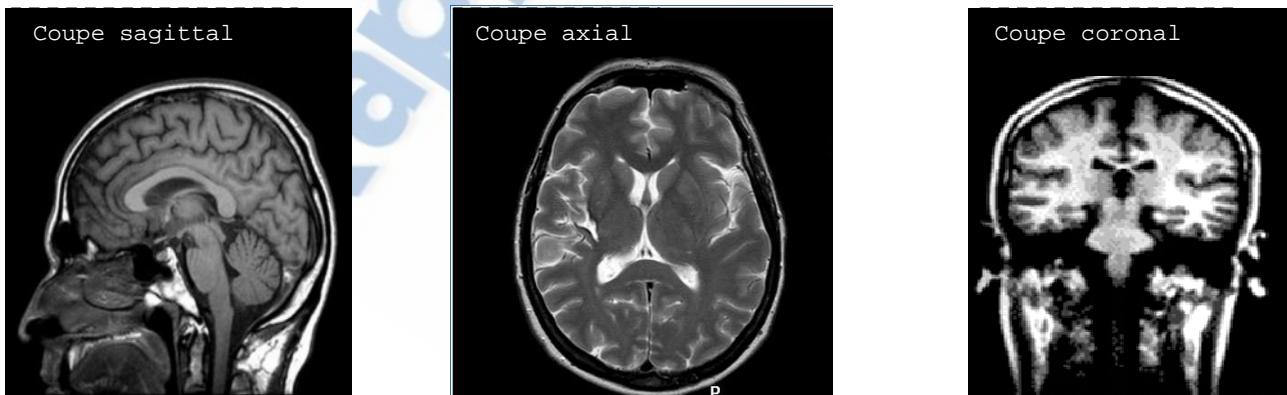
Images du cerveau obtenu à partir d'une séquence d'acquisition IRM
